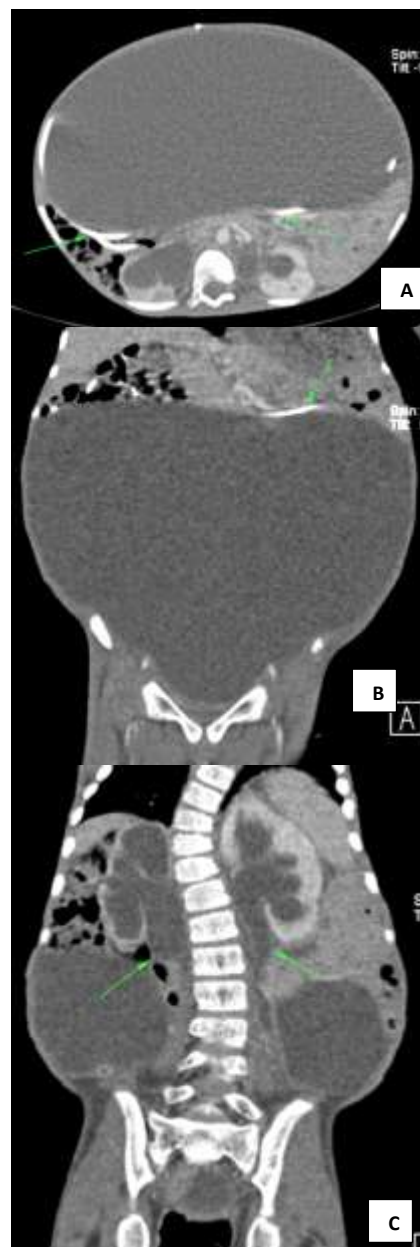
(A-B) Coupe axiale et reconstruction coronale TDM après injection de PDC montrant un volumineux kyste intrapéritonéal occupant la quasi-totalité de l'abdomen, à paroi fine et régulière sans cloison ni nodule mural, rempli de LCR avec le cathéter distal de la DVP (flèches vertes). (C) Reconstruction coronale TDM après injection de PDC montrant l'effet de masse sur les uretères responsable d'une Urétéro-hydronephrose bilatérale grade IV à droite et III à gauche (flèche verte).
